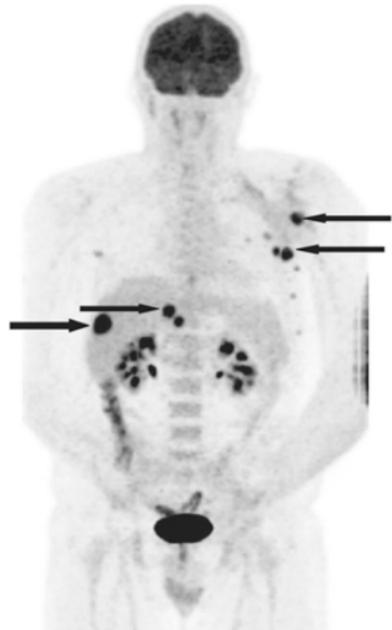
Recidiva tumorale a livello dell'ascella sinistra. Non sono state riscontrate altre anomalie alla TC del torace, addome e pelvi
